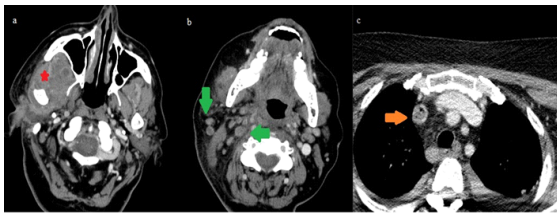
TC de peñascos y cuello con contraste intravenoso.
